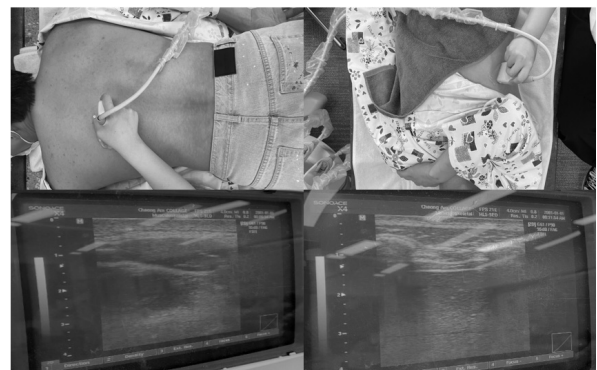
아래등세모근과 가로막 초음파 측정
